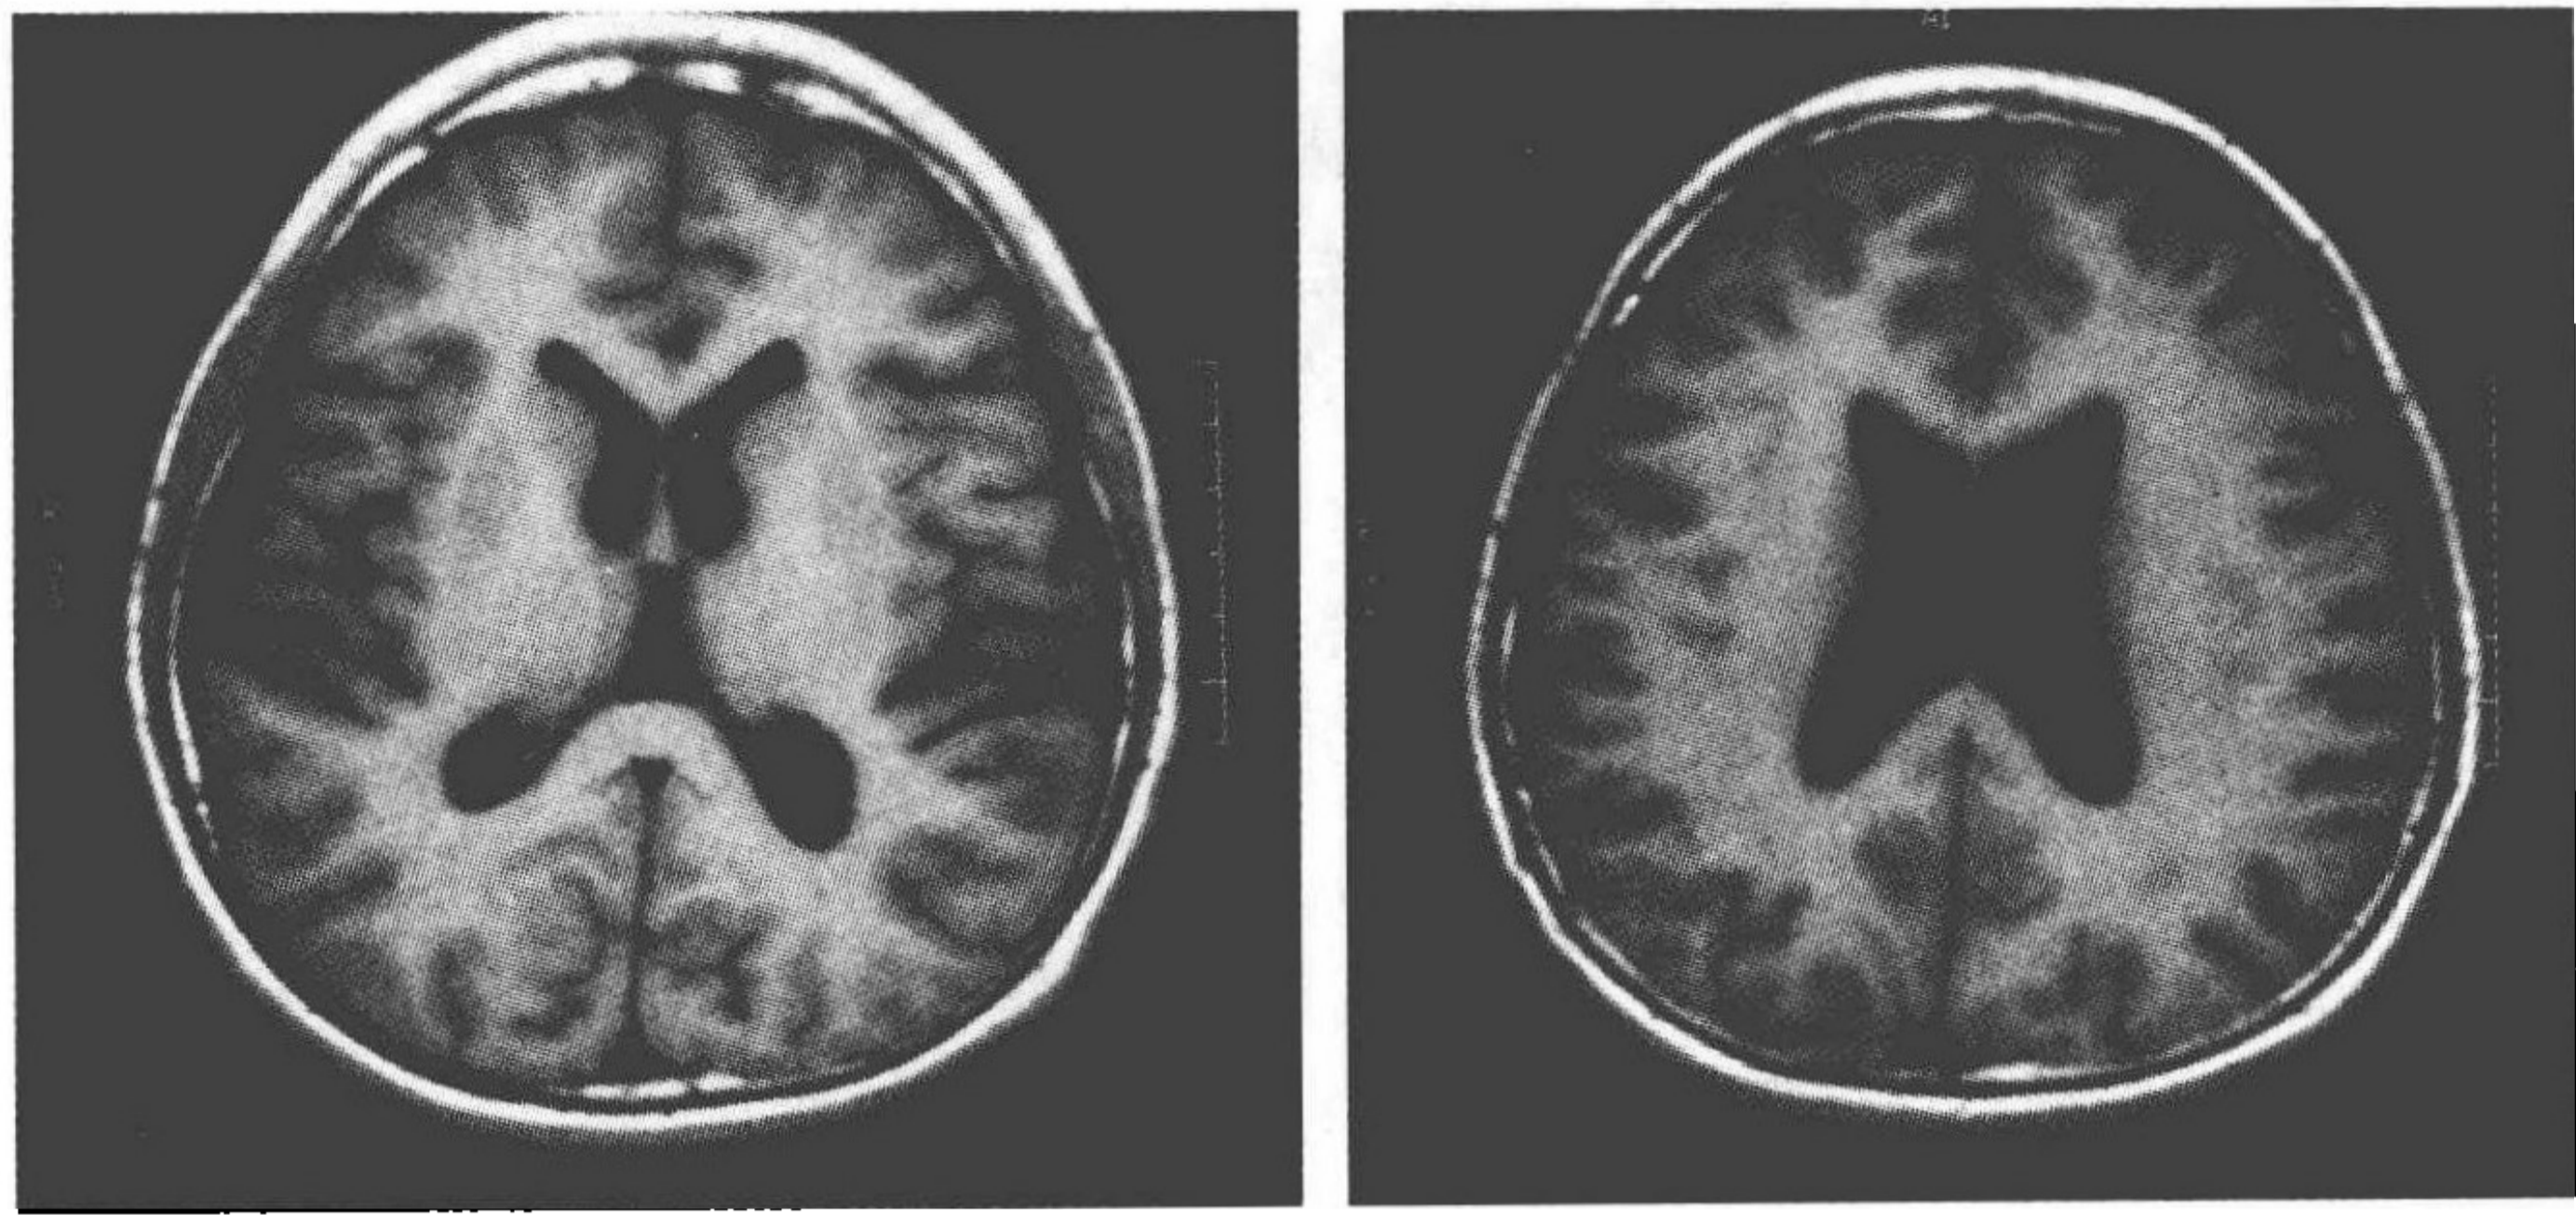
2007年11月MRI示脑室系统扩大,脑裂增宽,皮质轻度萎缩
